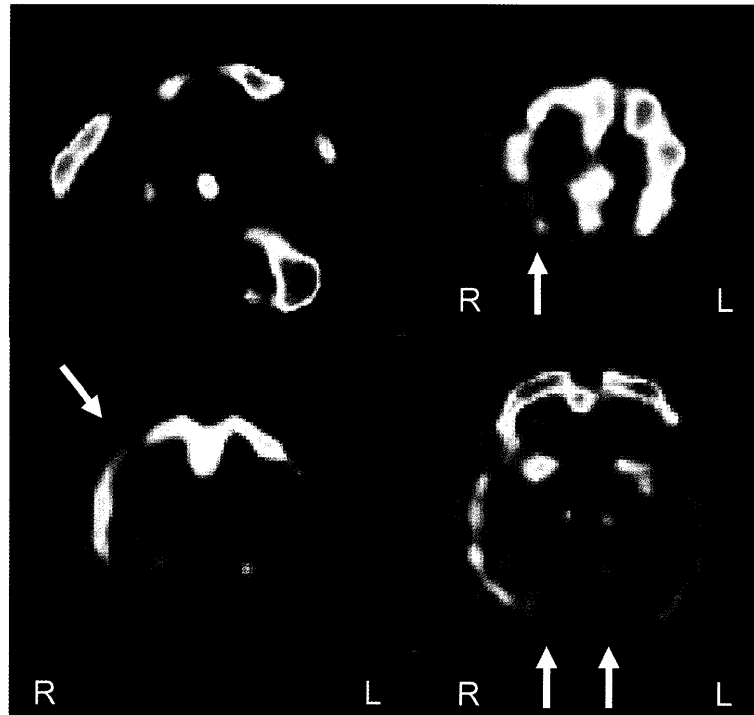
脳血流 SPECT (核種: HM-PAO)
